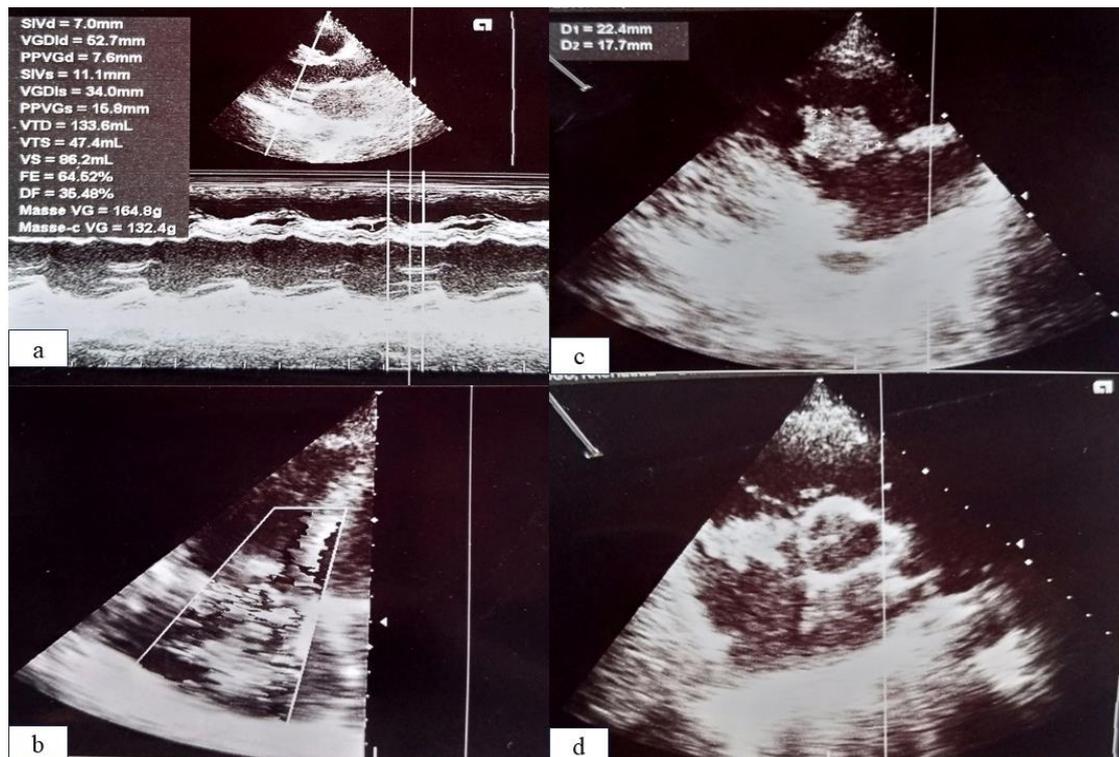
Echocardiographie doppler montrant une fuite tricuspiddienne et une volumineuse végétation sur la tricuspide
